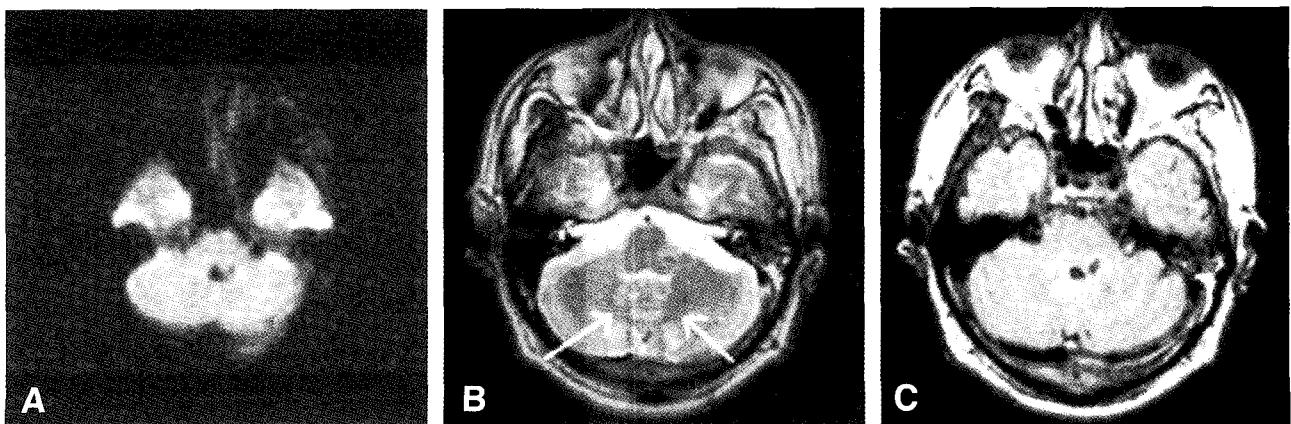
Follow up image after 2-month discontinuation of metronidazole, DWI (A), T2WI (B) and FLAIR image (C) show completely disappeared high signal intensity in bilateral dentate nucleus of cerebellum.
